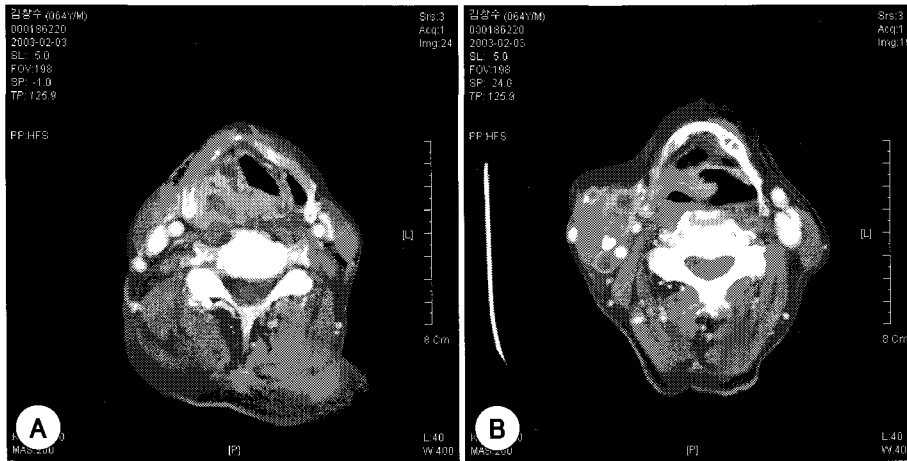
Preoperative Neck CT scan shows a irregular margin-encircling mass with irregular density in right pyriform sinus(A) and multiple, irregularly enhanced necrotic lymph nodes in right level II and III(B).
